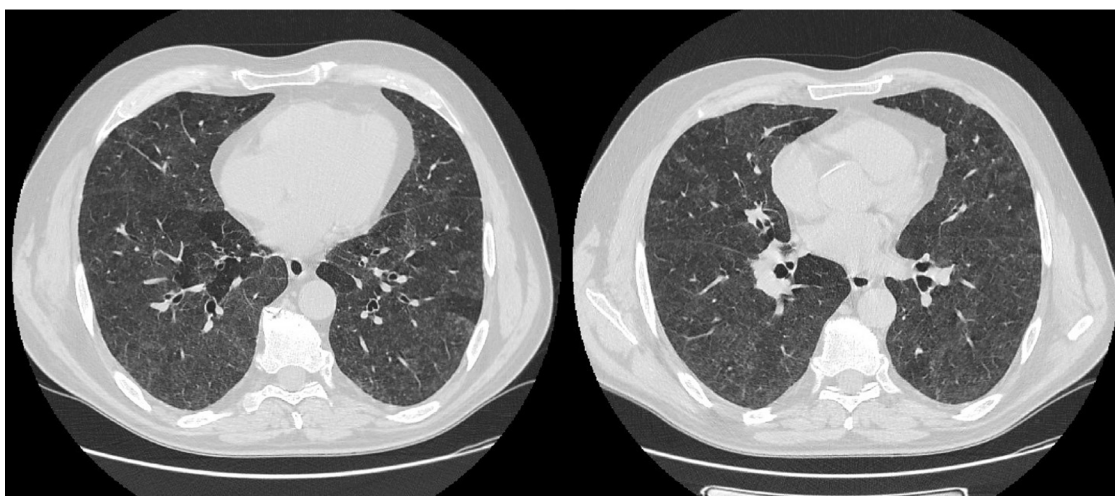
Компьютерная томография органов грудной клетки, выполненная на амбулаторном этапе (17.10.2022)
